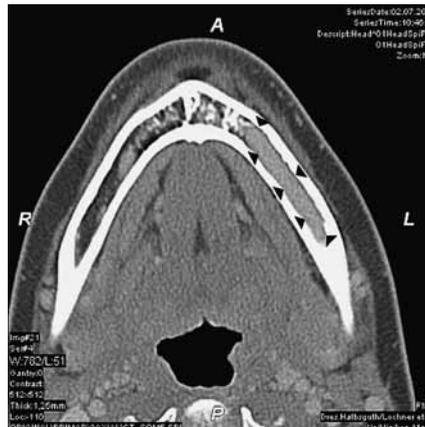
Die CT-Aufnahme zeigt in der venösen Phase eine mäßige Kontrastmittelanreicherung im Bereich des Markraumes des linken Unterkieferastes.
